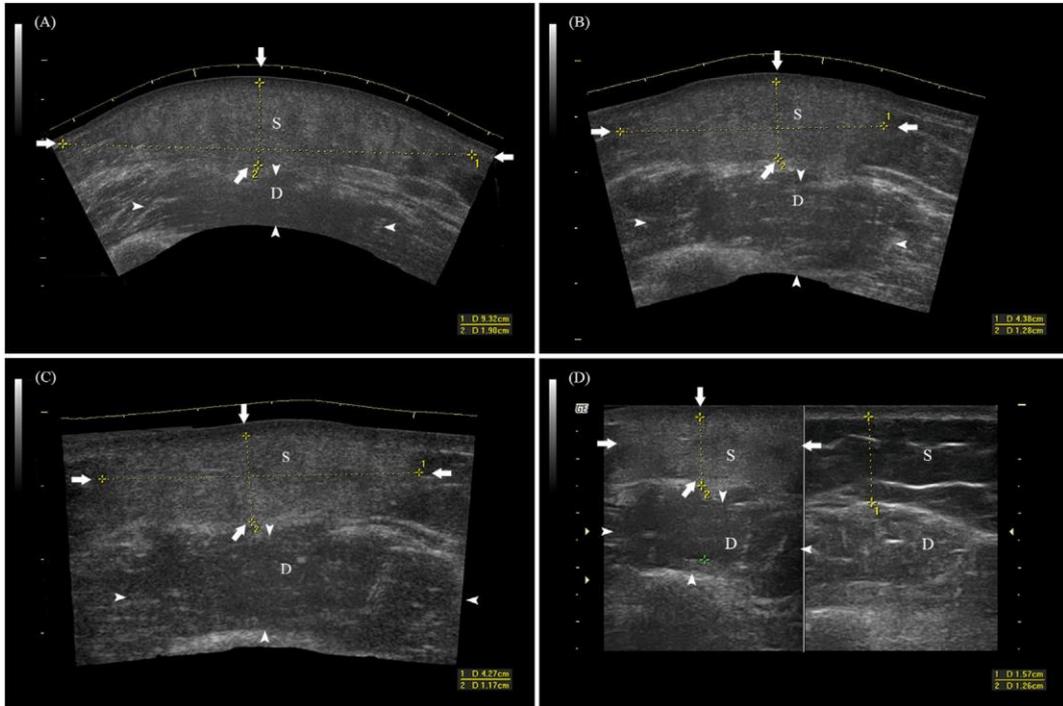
Ultrasonography shows an induration in the subcutaneous layer with a diffuse hypoechoic muscle layer after vaccination on the left arm in transverse plane (A), on post-vaccination Day 4 (05/21/2021). (B), on post-vaccination Day 18 (April 06, 2021). (C), and on post-vaccination Day 32 (06/18/2021). (D), comparison of bilateral upper arms; right upper arm shows a normal subcutaneous layer and muscle layer, whereas the left upper arm shows a prominent hyperechoic change in the subcutaneous layer and hypoechoic change in the muscle layer on post-vaccination Day 32 (06/18/2021). The white arrow indicates the lesion in the subcutaneous layer. The arrowhead indicates the lesion in the muscle layer. (S: Subcutaneous layer; D: Deltoid muscle layer).
